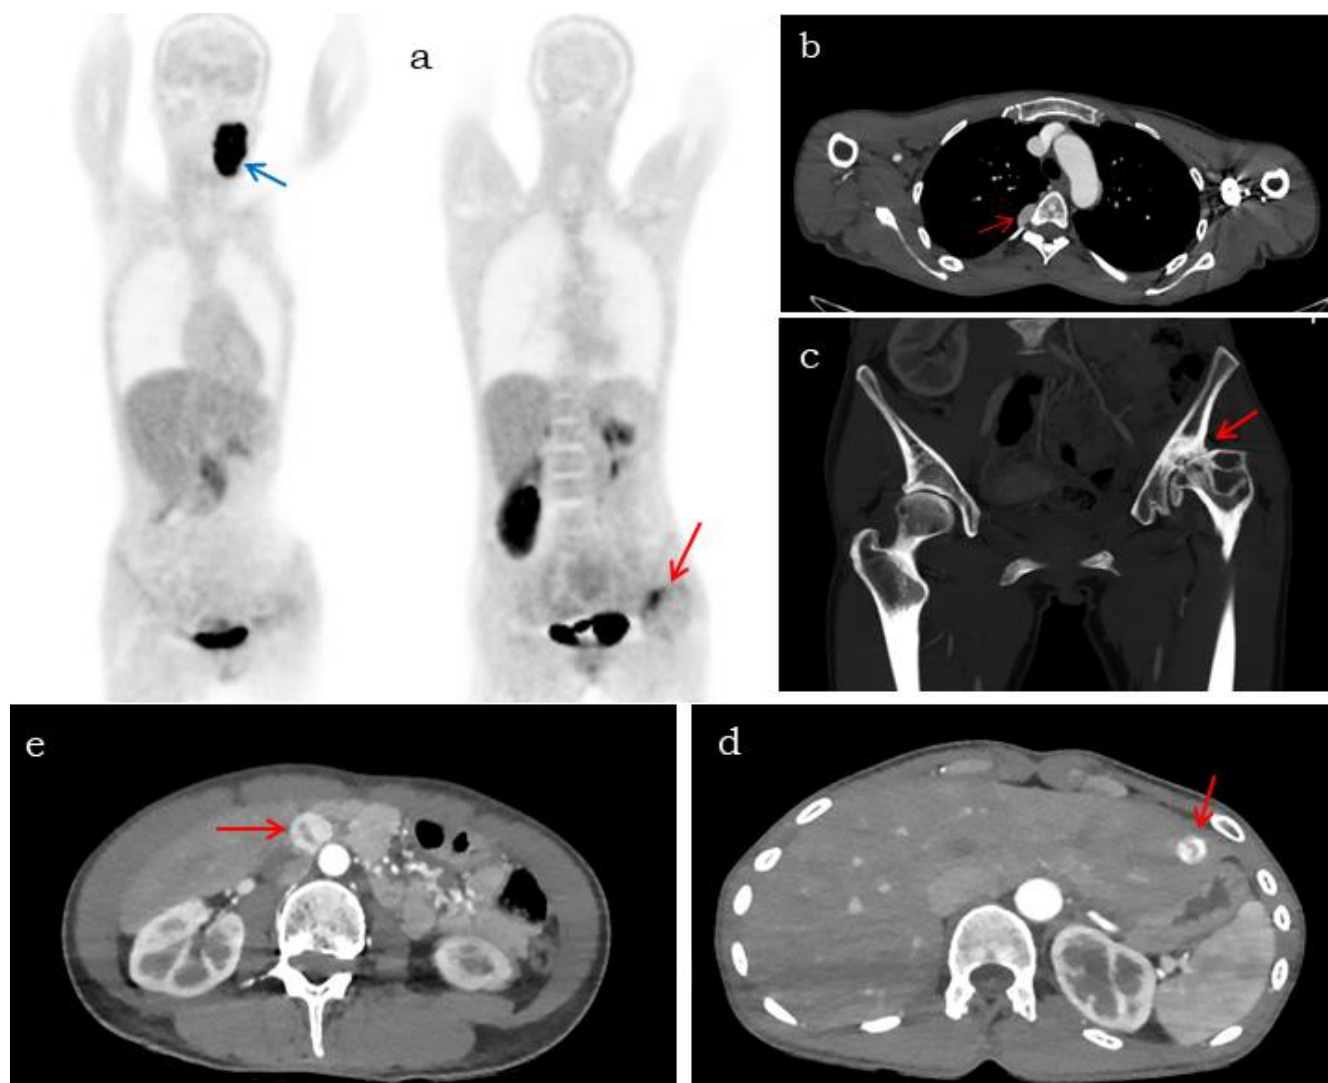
а – ПЭТ/КТ всего тела с ^{18}F -DOPA, синяя стрелка указывает на каротидную параганглиому, красная стрелка указывает на метастатическое поражение левого тазобедренного сустава. б – внутригрудная симпатическая параганглиома. в – деструктивные изменения в левом тазобедренном суставе с грубой деформацией суставных поверхностей. г – метастаз параганглиомы органа Цукеркандля в II-III сегментах печени. д – параганглиома органа Цукеркандля. б, в, г, д – КТ всего тела в позднюю артериальную фазу контрастирования.
